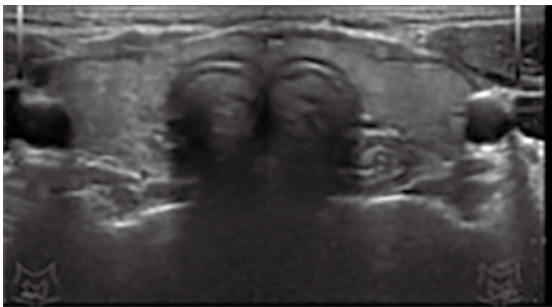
初診時甲状腺エコー：甲状腺腫大なく、血流亢進なく、腫瘍性病変も認めなかった。
